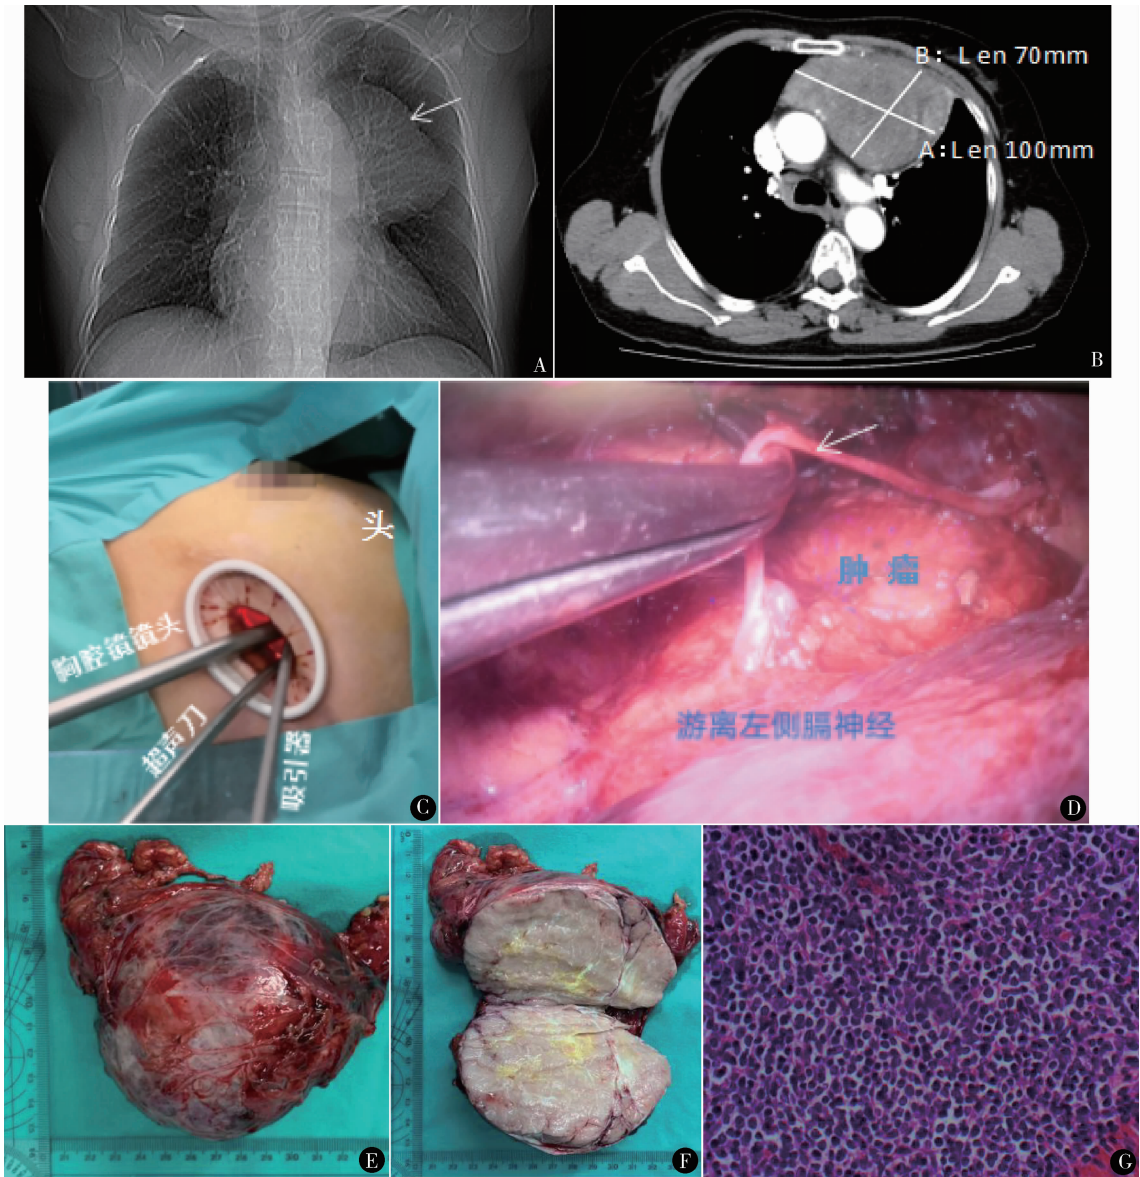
例 3,术前胸片(A)示纵隔左侧巨大阴影;胸部增强 CT(B)左侧前上纵隔可见大小约 10 cm × 7.0 cm 密度不均匀的肿瘤;行单孔 3D 胸腔镜(C),切口长约 4 cm,切口内放置胸腔镜镜头、超声刀和吸引器;术中(D)可见分离的左侧膈神经(箭头所示)及肿瘤;切除肿瘤(E、F)实性,包膜完整;镜下(G)见大量丰富的不成熟 T 淋巴细胞,诊断 B2 型胸腺瘤(HE 染色 ×400)
